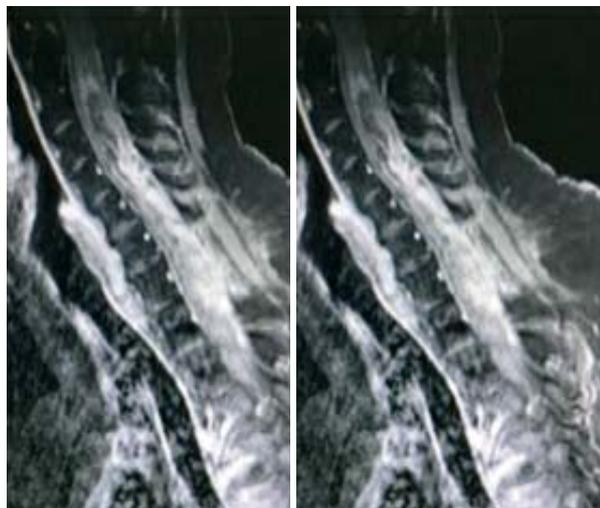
RM di controllo a 6 mesi documenta un ulteriore aumento dell'estensione della lesione.
